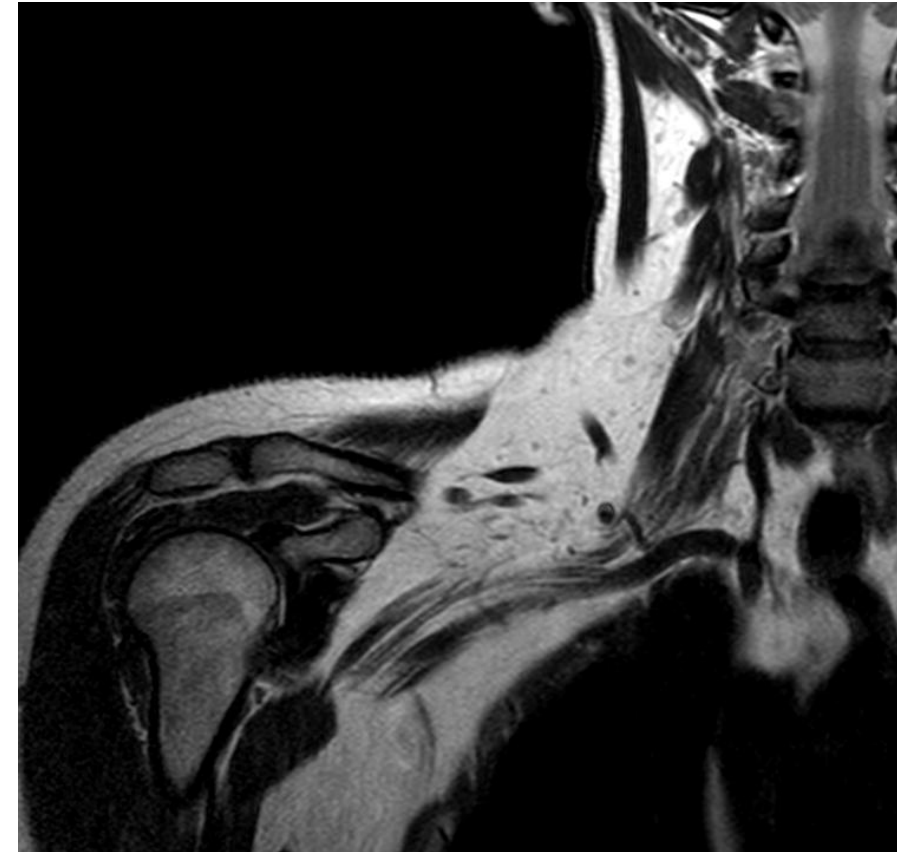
RM T2W coronal, plexo braquial derecho.
